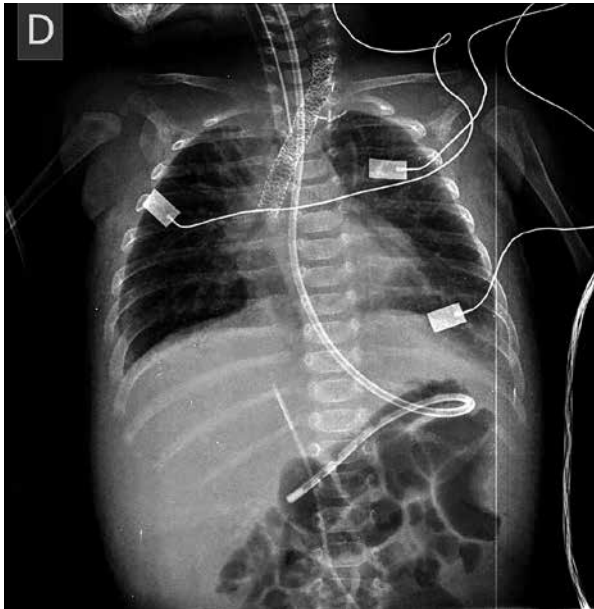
Radiografía de tórax en la que se observan stents colocados en neovaso.
